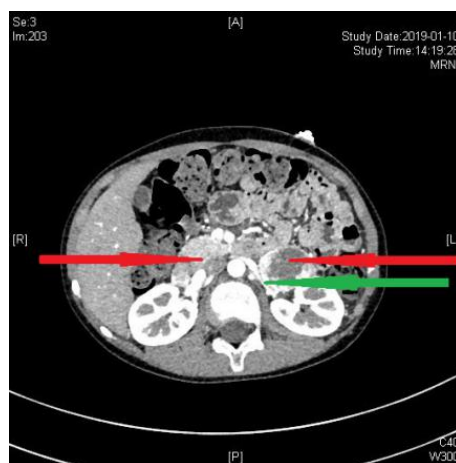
Preoperative CT image: The red arrow is the adrenal tumor and the green arrow is the renal vessels
